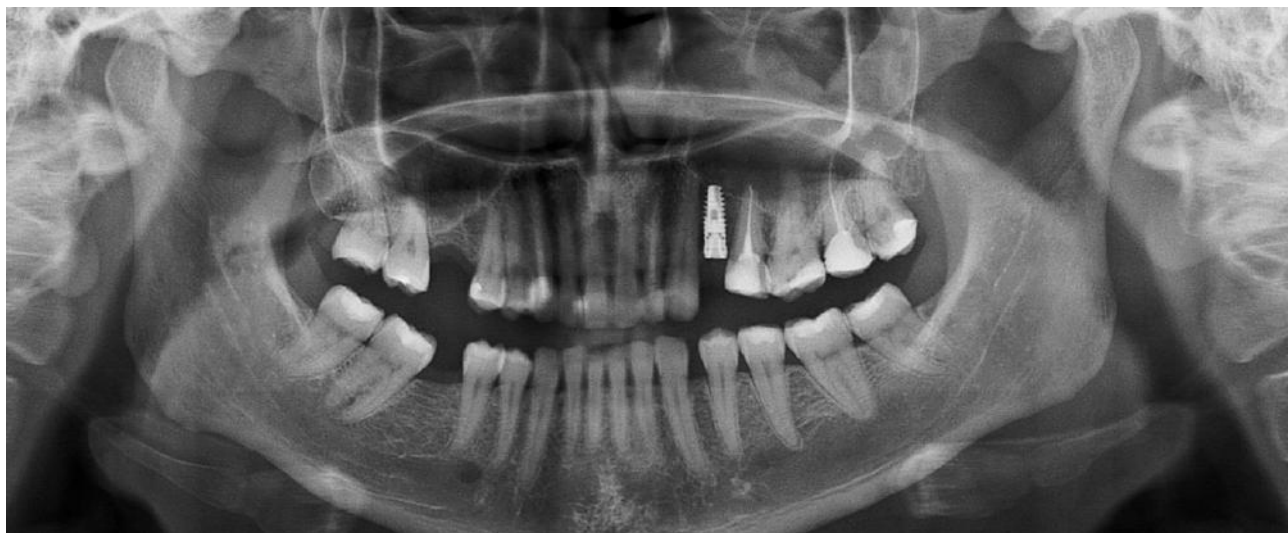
Ортопантомограмма после проведения операции имплантации.
